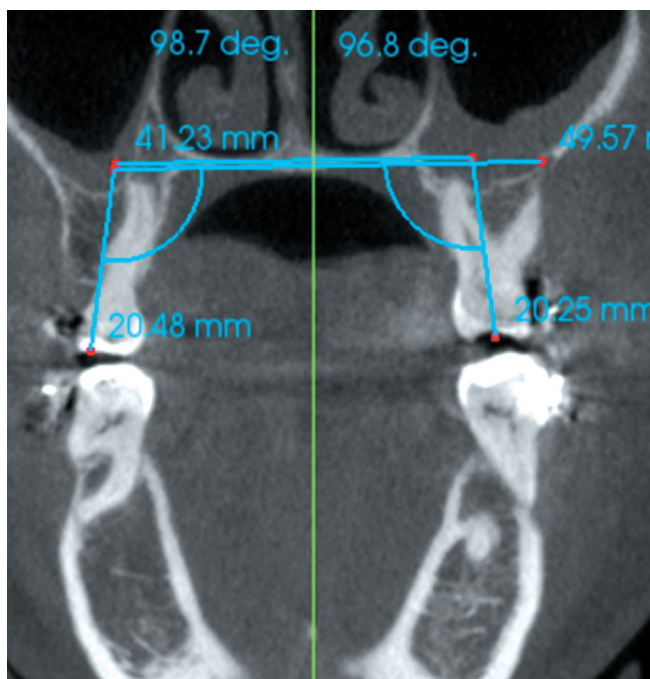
КЛК-томограмма. Оценка инклинации первых моляров верхней челюсти до лечения.
